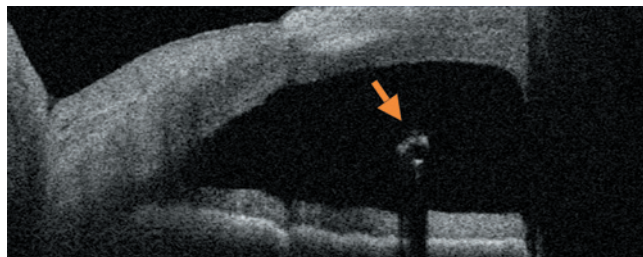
Оптическая когерентная томография зоны имплантации того же пациента в другой проекции пациента (дренажное устройство обозначено стрелкой).
